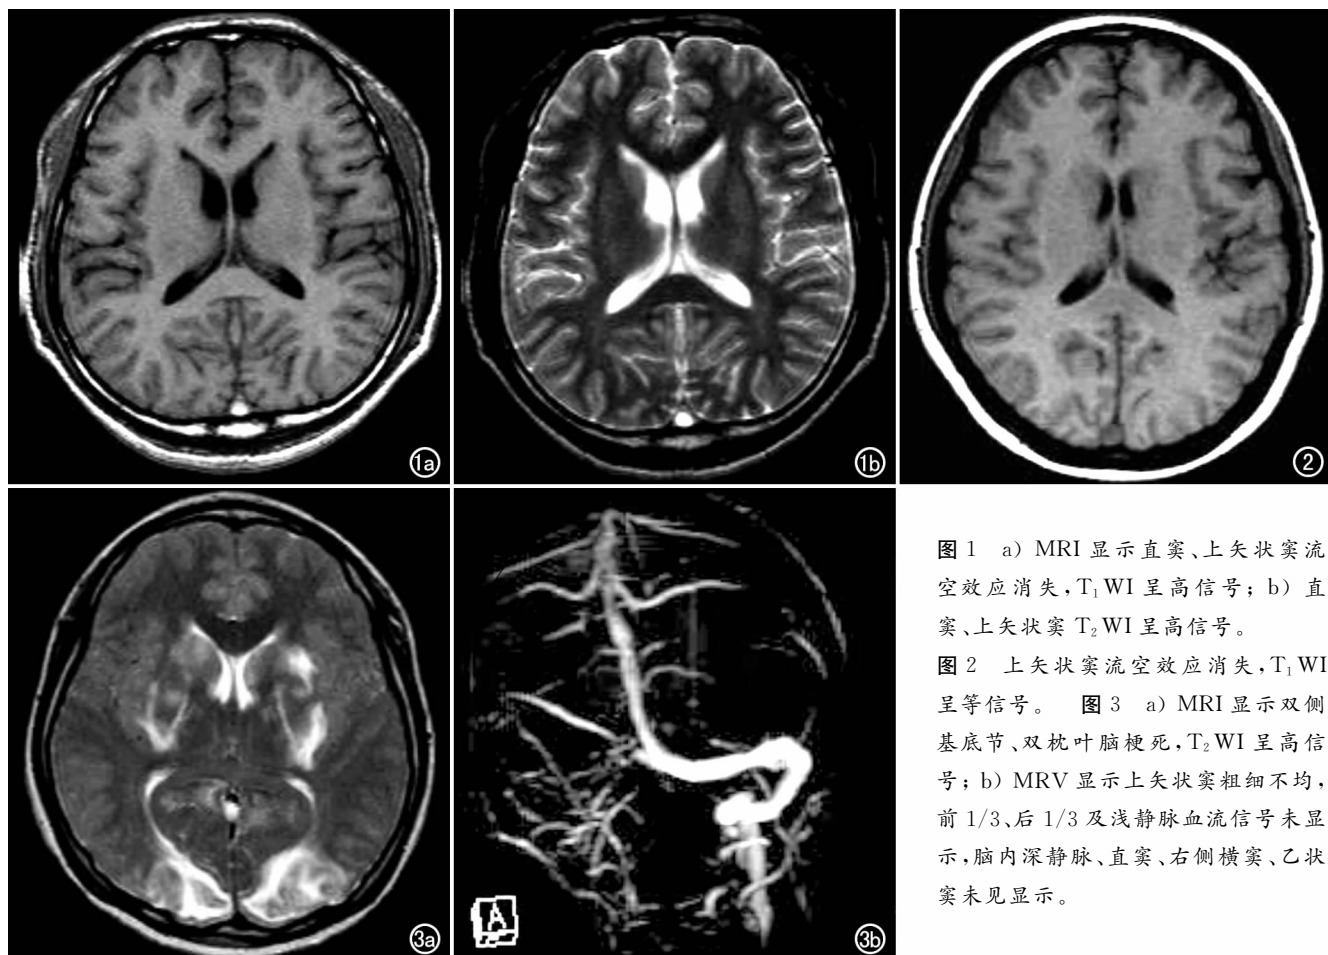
a) MRI 显示直窦、上矢状窦空腔效应消失, T_1 WI 呈高信号; b) 直窦、上矢状窦 T_2 WI 呈高信号。
